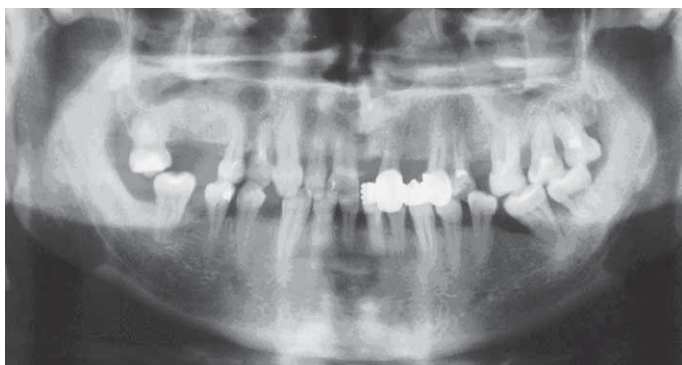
Ортопантомограмма пациента М. (высокий уровень интенсивности кариеса и патологической стираемости зубов)
